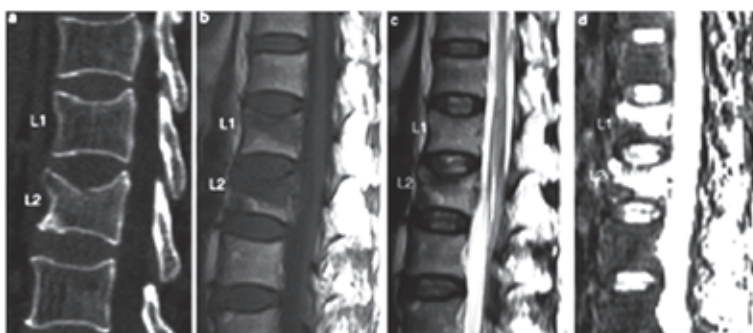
Сагиттальные – реконструкция КТ и МРТ (T1-, T2ВИ и STIR изображение) поясничного отдела позвоночника 68-летней больной В. демонстрируют острый ОПКП тела LII с депрессионным переломом верхней замыкательной пластинки и соответствующими сигнальными характеристиками, но без видимых (на КТ) изменений в теле LI. На МРТ в теле LI определяются аналогичные, особенно на STIR изображении, сигнальные характеристики, что и в теле LII, но без снижения его высоты
